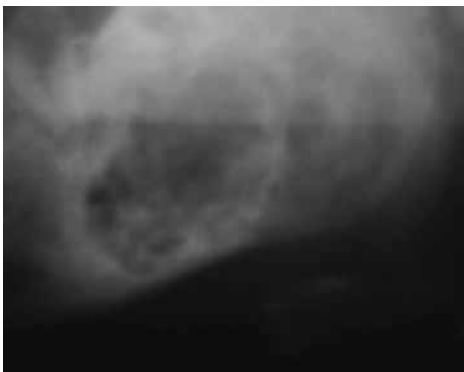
Ortopantomografía previa al inicio de tratamiento con corticoides y calcitonina.
